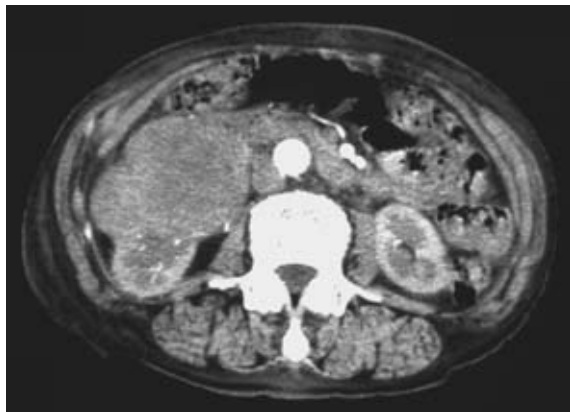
腹部CT. 右腎下極から腹側に突出する77×64 mmの腫瘍性病変を認める.
